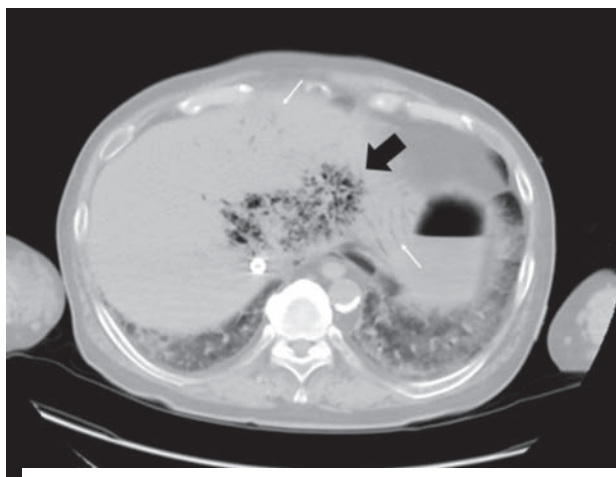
b percutaneous cardiopulmonary support 留置後の腹部 CT
